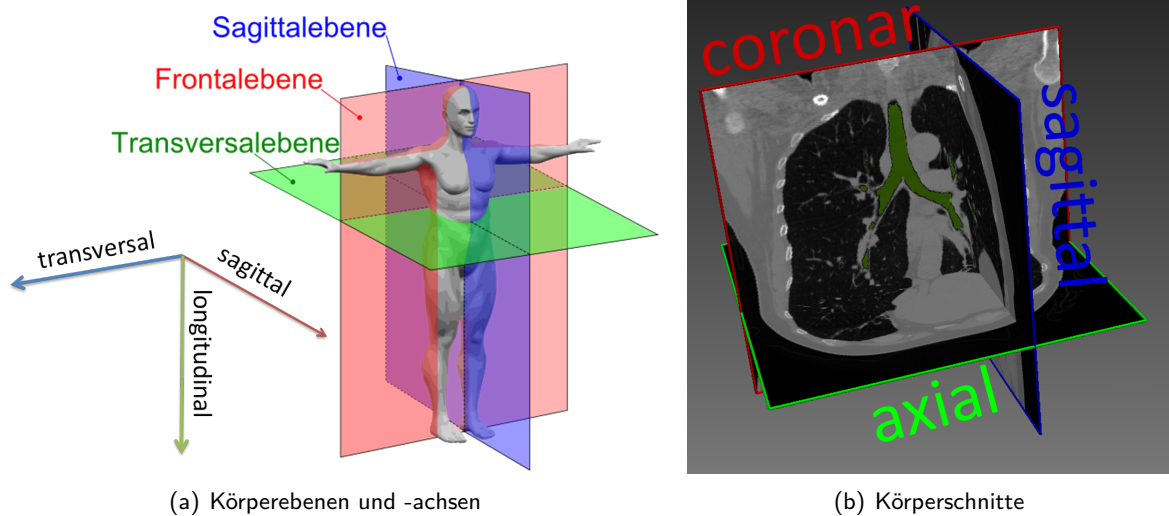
Anatomische Körperebenen und -achsen und die CT-Schnitte entlang der Ebenen.
